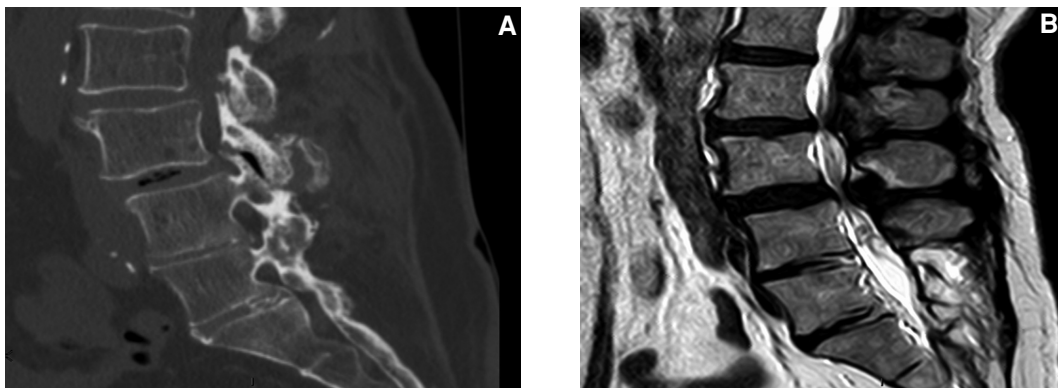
Scanner coupe parasagittale dans le plan des articulaires postérieure. (A), IRM coupe sagittale médiane T2 (B). Femme 65 ans. Récidive de sténose au-dessus de la zone de fusion lombaire à 25 ans d'une arthrodèse L4-S1 non instrumentée. Noter l'ossification intersomatique au scanner (A) qui apparaît en hypersignal en IRM (B) ainsi que la fusion postérieure satisfaisante. Le scanner objective le vide intra-articulaire postérieur, intradiscal et le spondylolisthésis apparu au-dessus de la zone de fusion.
